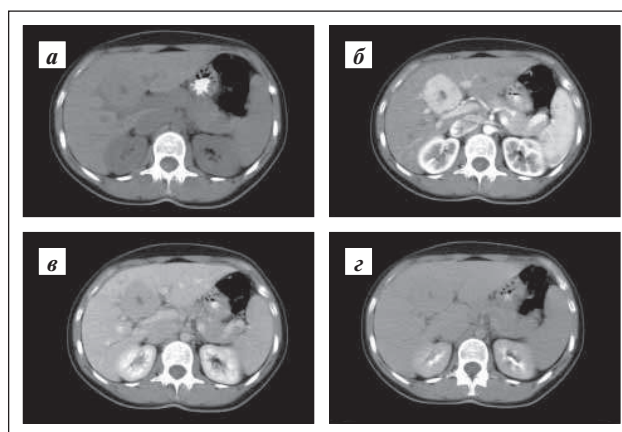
КТ-характеристики средней ОУГ
